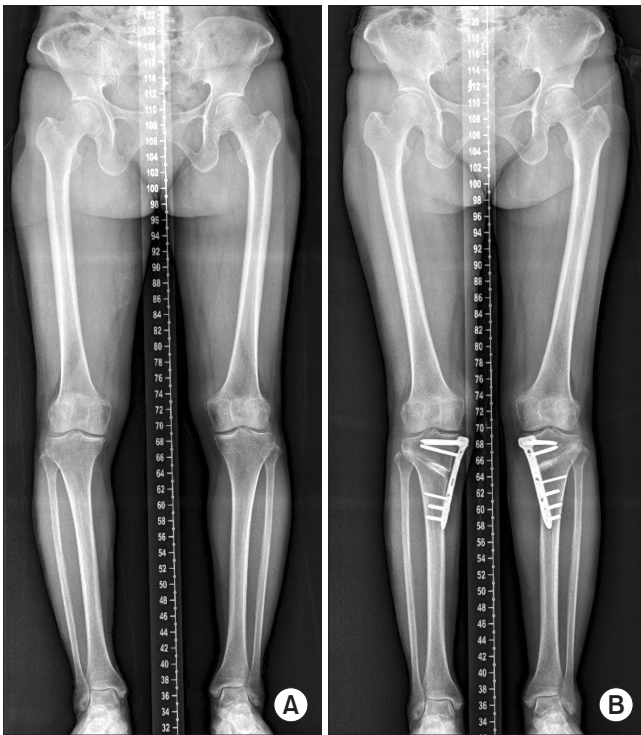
Pre- and postoperative scenography. (A) The femorotibial angle measured 8° on the right and 5.8° on the left of anatomical varus. (B) Postoperative standing radiographs showing satisfactory correction of the varus deformity.
